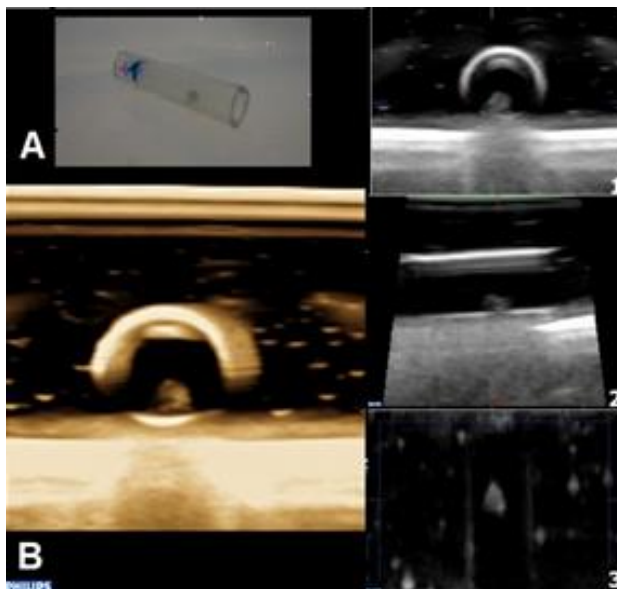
Imagen de ecografía vascular 3D de un fantoma de placa de pequeño volumen
